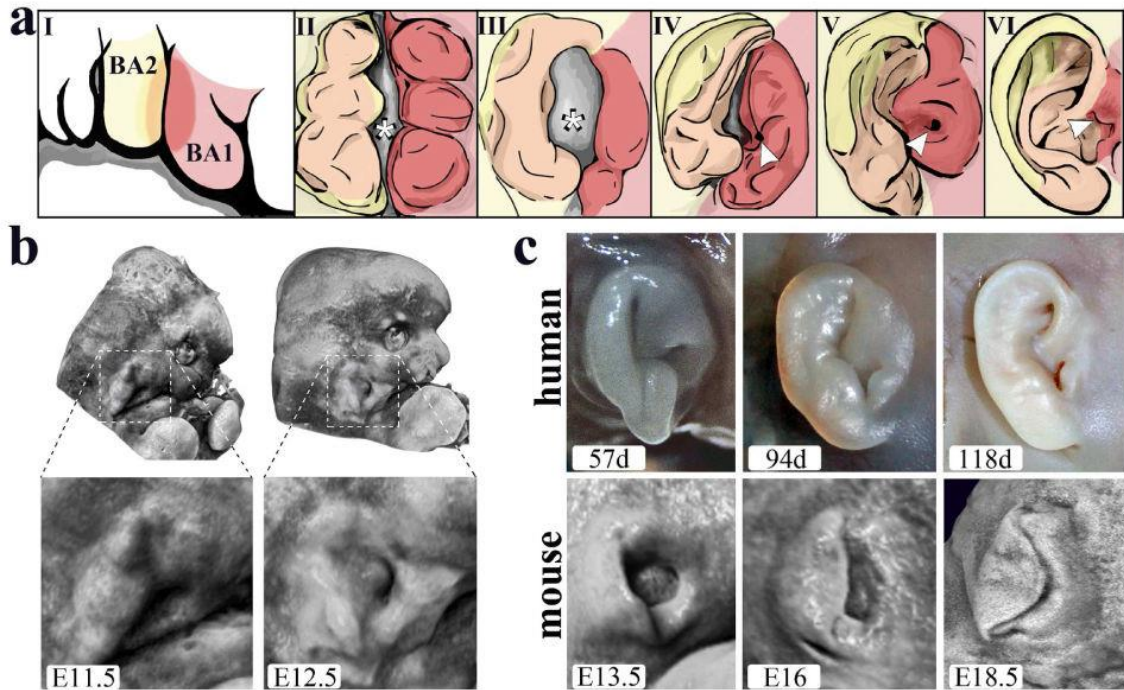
Tomado de Cox, TC et al. *The genetics of auricular development and malformation: new findings in model systems driving future directions for microtia research. Eur J Med Genet. August 57(8): 394–401, 2014*
